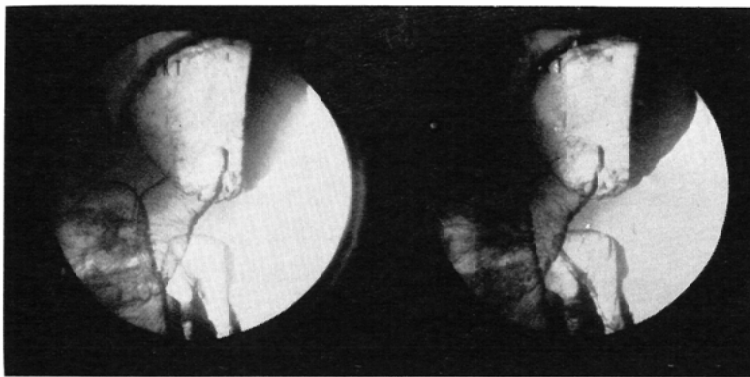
Stereoscopic photoroentgenogram of the stoma. This technique is really useful to delineate roentgen-anatomy of the postoperative stomach and jejunum, allowing for smaller effective area of I.I. and poorer resolution than conventional roentgenograms.
